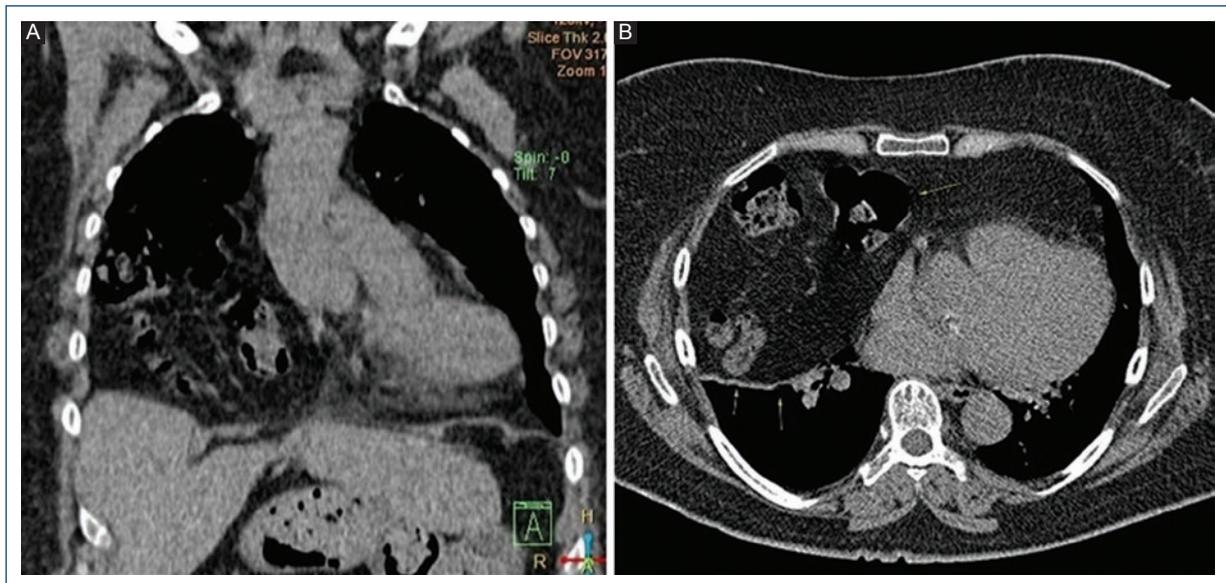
A: coronal and axial B: chest computed tomography views showing large Morgagni hernia with protrusion of omental fat and bowel contents in anterior and mostly right side of thoracic cavity.
